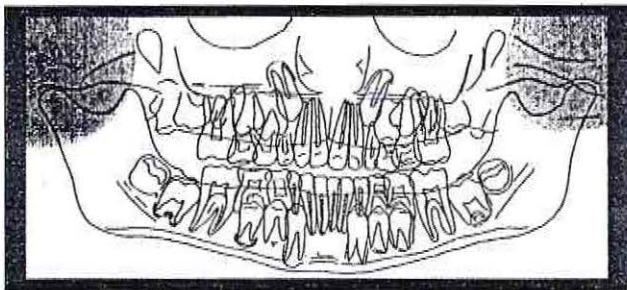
Figura RP-3. Región de la ATM con el cóndilo mandibular, la fosa temporal, la apófisis coronoides, las regiones pterigoideas y la tuberosidad del maxilar. Representa la parte superior y lateral de la radiografía.
